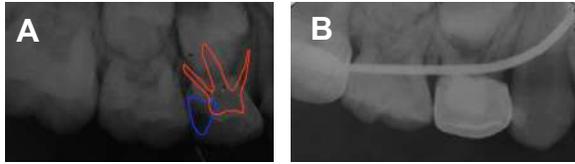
Radiografía periapical inicial donde se observa lesión de caries con compromiso pulpar (A), Radiografía periapical que muestra adecuada adaptación de corona y tratamiento pulpar realizado (B). Fuente directa.
